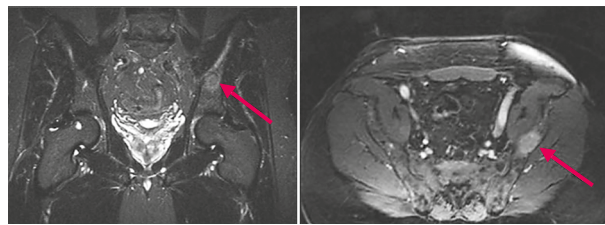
Больной Л., 66 лет. МРТ органов малого таза. Контрастопозитивное образование вторичного характера в левой подвздошной кости (стрелки).
